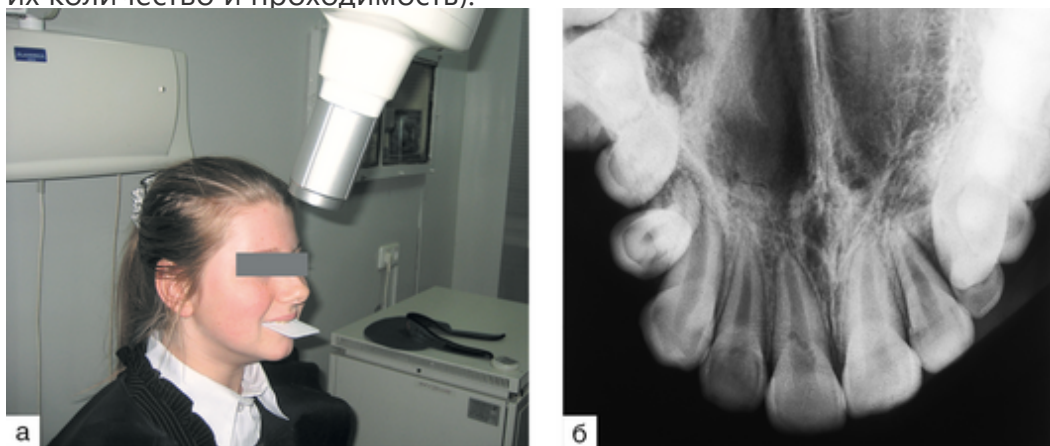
Укладка обследуемого, расположение рентгеновской пленки или датчика в полости рта, направление центрального пучка лучей при выполнении интраоральной окклюзионной радиовизиографии зубов верхней челюсти (а); внутриротовая (вприкус) окклюзионная радиовизиограмма 1.4–2.3 зубов (б)
